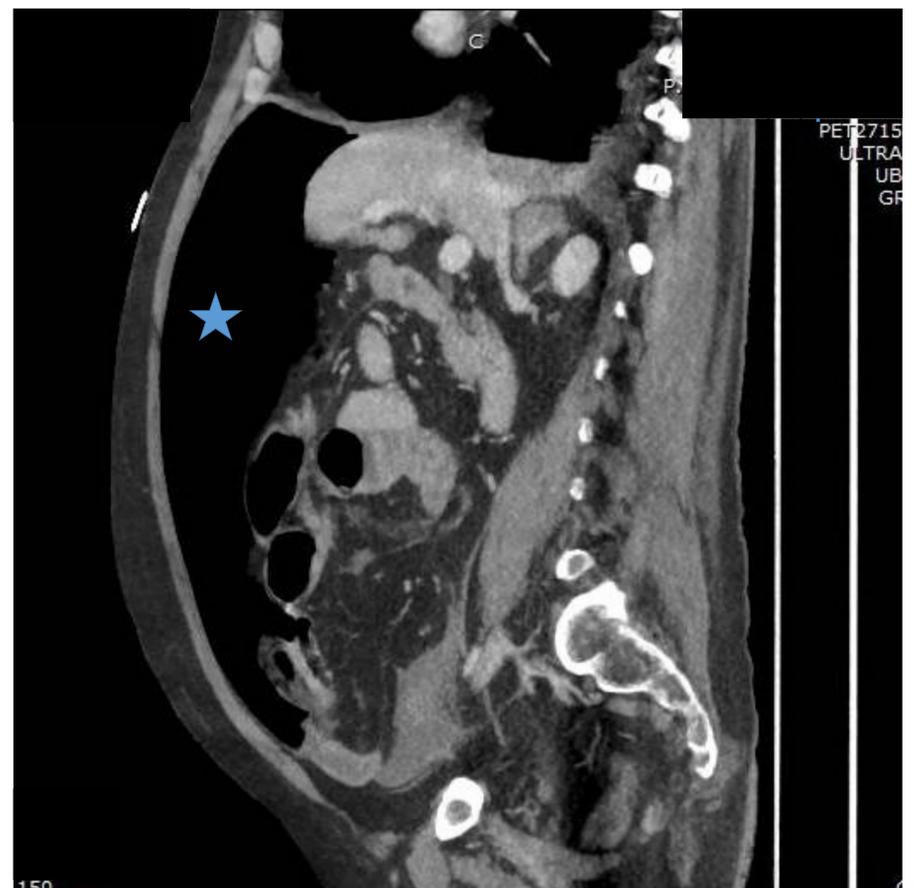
Varón de 60 años que debuta con peritonismo y distensión abdominal. Corte axial de TC, se observa extenso neumoperitoneo (estrella).
